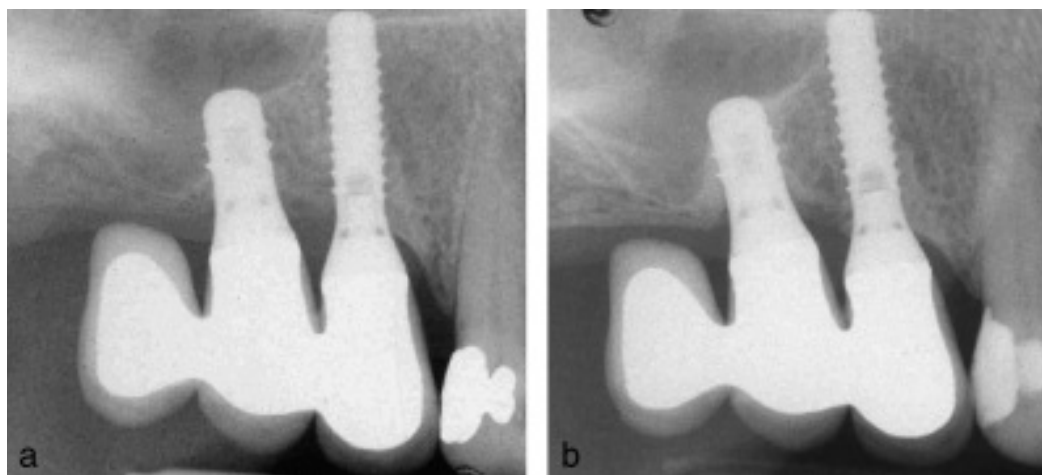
Radiografia de um cantilever distal suportado por dois implantes com plataforma de 4,1mm e 3,3mm, no momento da colocação da prótese (a) e após 4 anos e 6 meses em função (b)²⁵.
